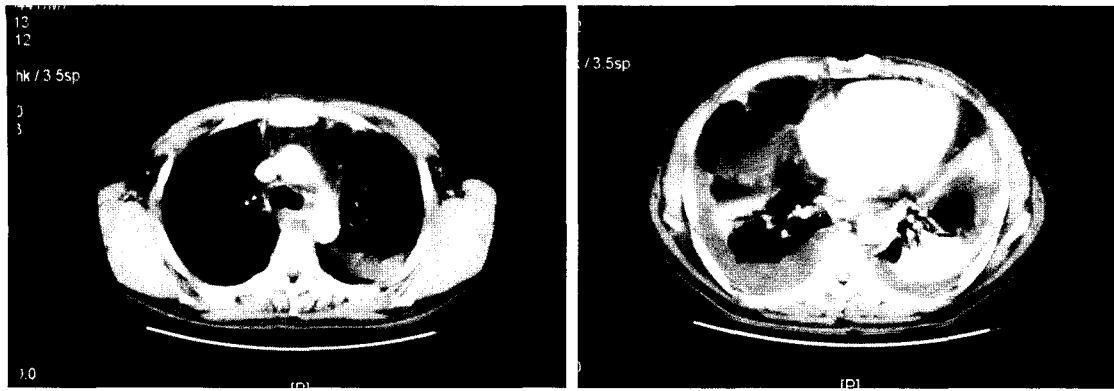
CT scan reveals posterior mediastinal abscess around esophagus from thoracic inlet to level of EGJ and abscess around thyroid gland and superior mediastinum. Bilateral pleural fluid accumulation with parietal enhancement and some loculation. Consolidative lesion in RML, lingular division and BLL.
